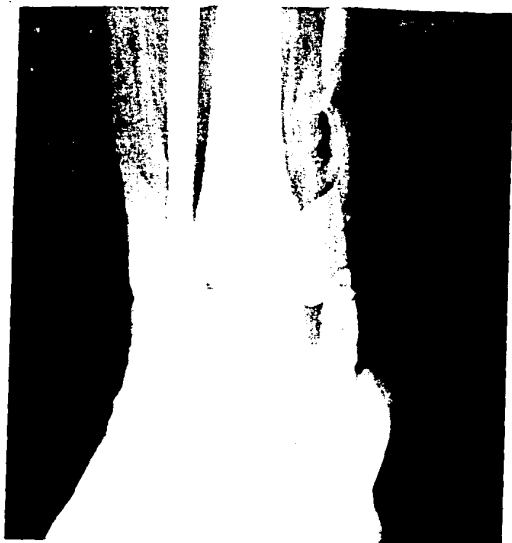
' Vistas radiograficas en AP y LAT de las fracturas de tobillo según la clasificación de Weber en tipos : A, B y C en relación al sitio de la fractura del maleolo lateral sobre la sindesmosis.
